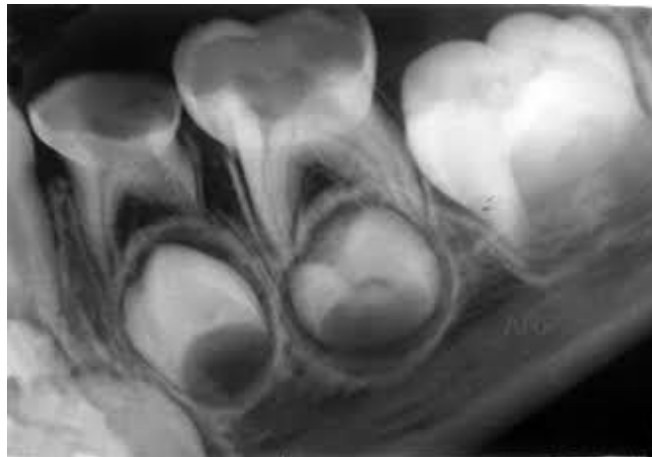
Radiografía digital directa. ¹⁹
